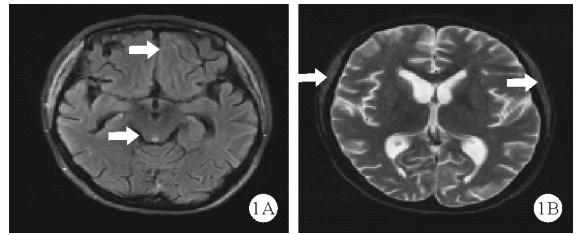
2024年4月22日患者头颅增强MRI检查结果(A:双侧额顶叶、半卵圆中心、胼胝体压部见斑点状、小片状稍长T1稍长T2信号,FLAIR呈高信号,如箭头所示;B:双侧颞肌、咬肌肿胀,如箭头所示)
